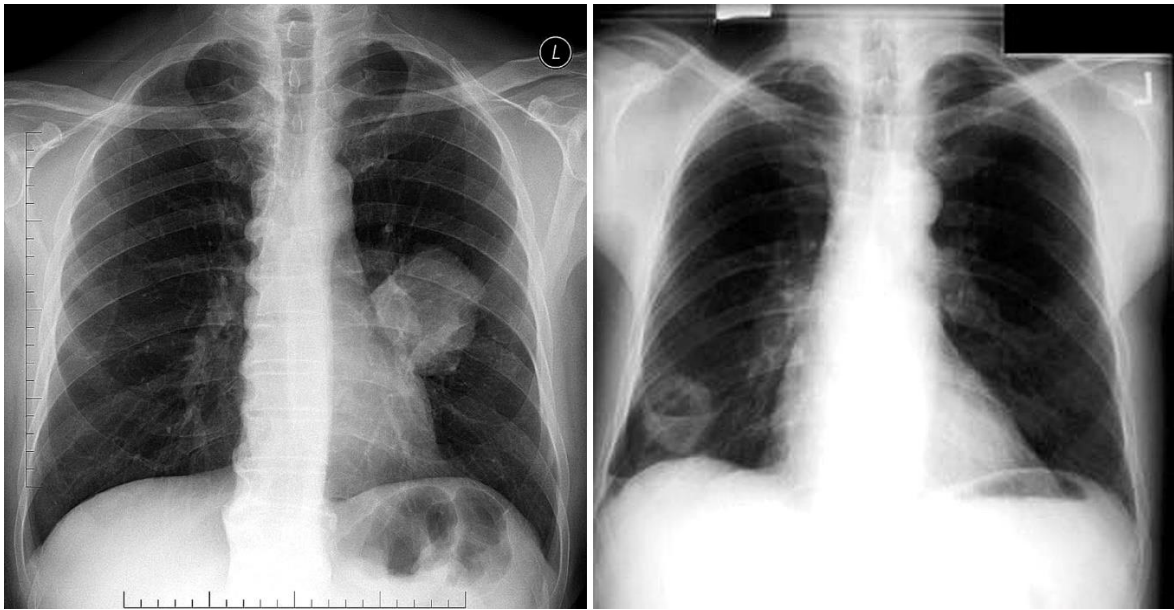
Пухлина легенів під час рентгенологічного дослідження
